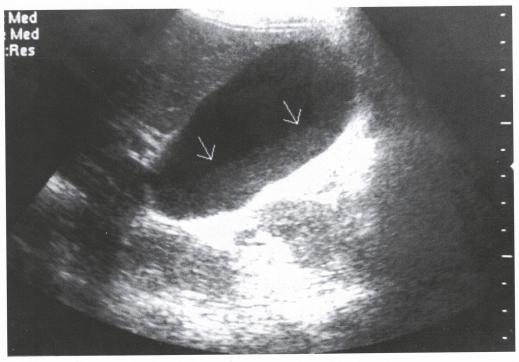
Ecografía abdominal que revela una vesícula biliar dilatada aumentada de volumen $(8,5 \times 5,0 \times 5,0 \times 6)$ de paredes finas con barro biliar en su interior (flechas).
